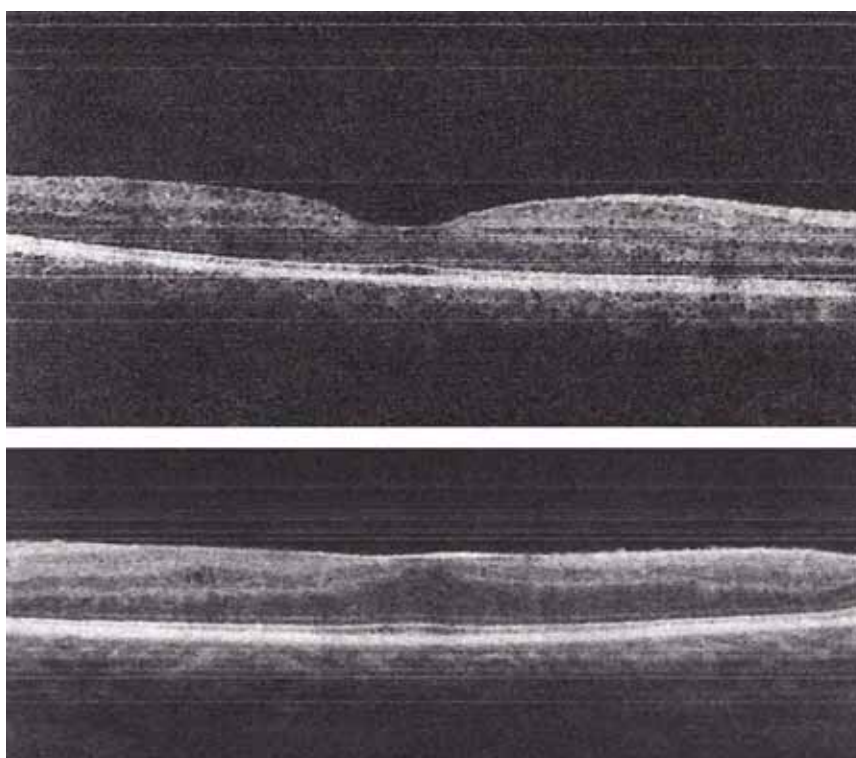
Tomografía de coherencia óptica macular OD normal. OI alteración en la arquitectura foveal, neuroepitelio de superficie irregular con pérdida de la depresión foveal, presenta microquistes intrarretinianos y adelgazamiento en el trazado del complejo EPR-coriocapilar.
